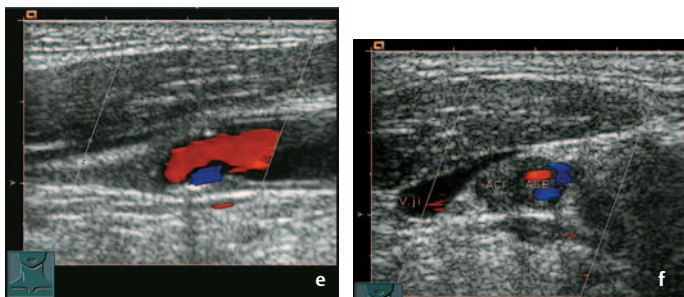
f Typische Befunde der Halsgefäße bei Verschluss einer ACI. e ACC im Längsschnitt. Abbruch des Blutflusses in der A. carotis interna mit Flussumschlag (blau). f ACI und ACE im Querschnitt. Im Querschnitt erscheint die ACI echogen verschlossen. Ein Fluss ist im Farbdoppler nicht zu erkennen, während die A. carotis externa (ACE) eine Farbbelegung zur Flussdetektierung zeigt. Neben der ACI ist die echofreie V. jugularis internä schräg angeschnitten
